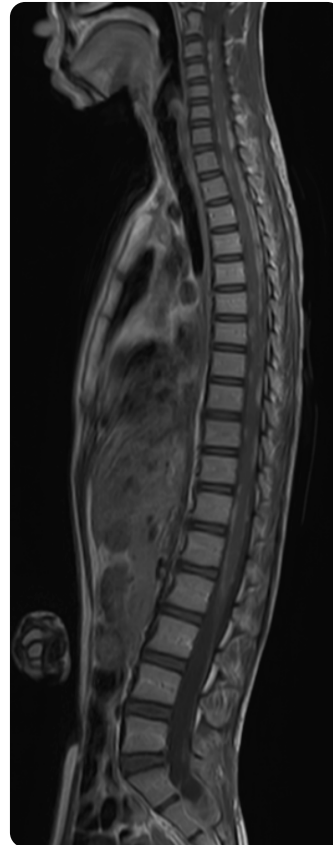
RM Secuencia de sagital de columna con información T1 con medio de contraste: realce leptomenígeo que rodea la médula espinal de manera circunferencial, con forma nodular, la cual involucra los segmentos cervical, dorsal y lumbar.
